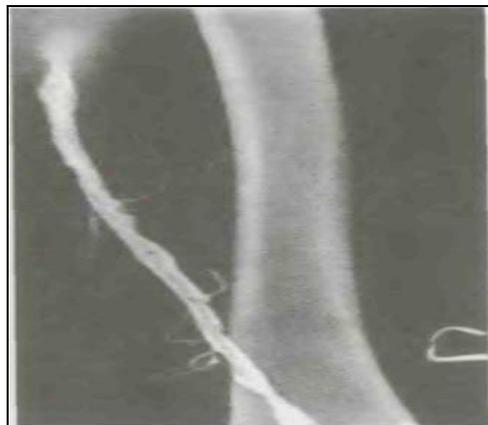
Чресподколенная рентгенофлебограмма при реканализации бедренной вены
